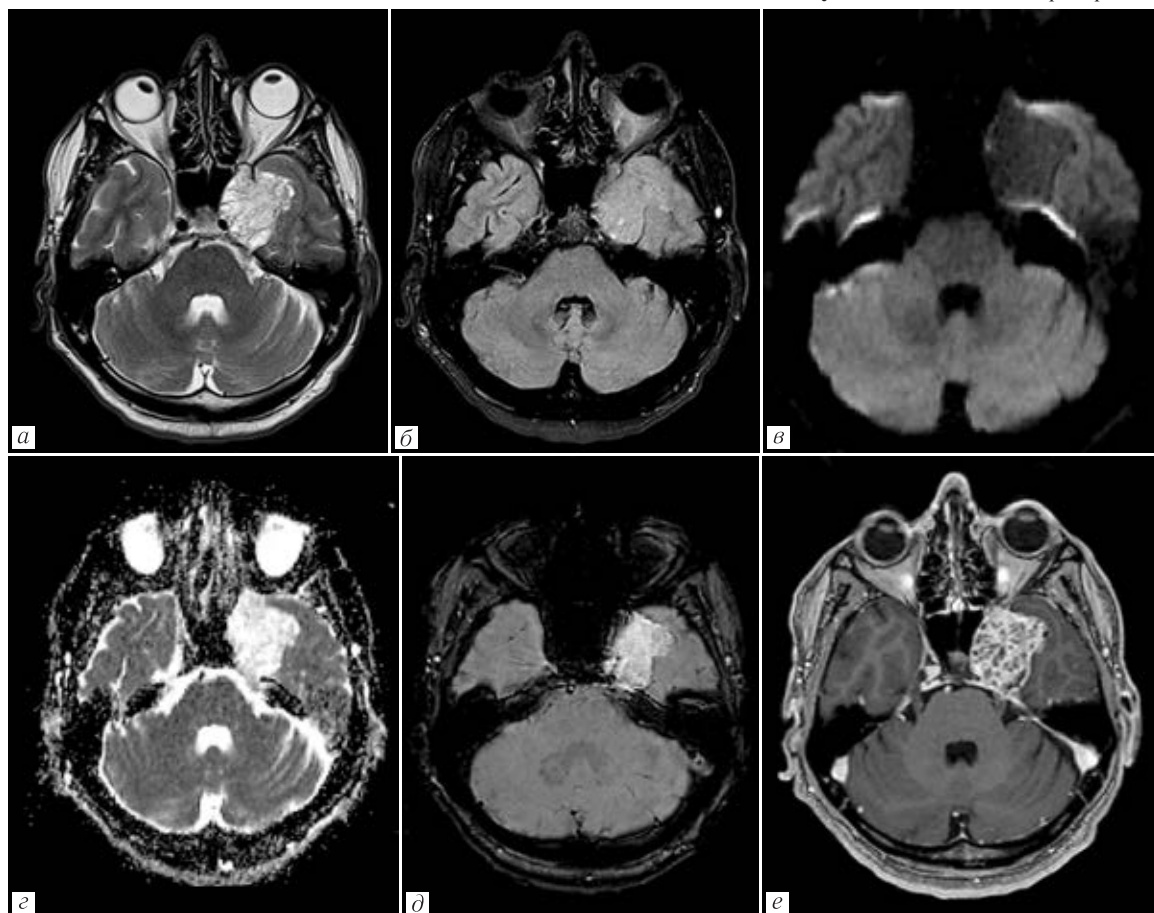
МРТ головного мозга у пациента с обычной интракраниальной хондросаркомой: *a* — T2-ВИ; *б* — FLAIR; *в* — DWI; *г* — ADC; *д* — SWI; *е* — T1-ВИ с контрастированием. Параселлярно слева определяется образование с матриксом в каменисто-затылочной щели, демонстрирующее яркий неоднородный сигнал на T2-ВИ, рассеянные артефакты магнитной восприимчивости на SWI за счет кальцинатов, и яркий сетчатый паттерн контрастирования
